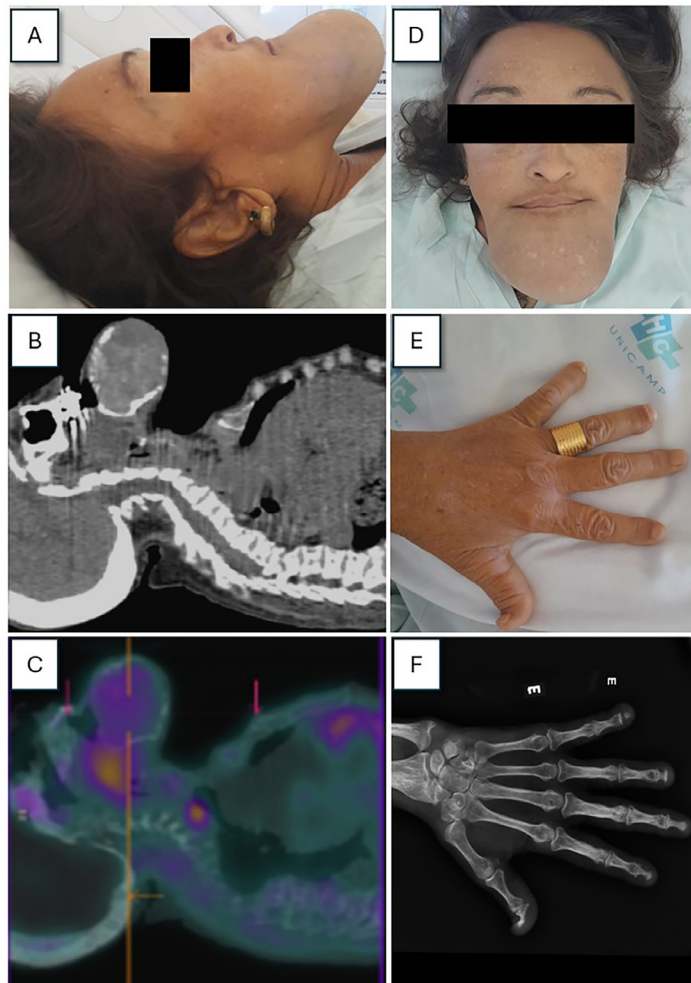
A e D: Tumor gigante na região mandibular, envolvendo o arco dentário inferior com perda de dentes e abaulamento e protrusão do palato; B e C: As imagens de 2 horas do ^{99m}Tc-MIBI Spect/CT mostram áreas de hiper captação do radiofármaco em formação nodular localizada entre o esôfago e a traqueia posterior no nível C7, medindo 1,8 cm, compatível com hiperplasia paratireoideana ectópica, e lesões ósseas expansivas heterogêneas (tumores marrons) no seio maxilar, nas regiões mandibular e mental, com destruição cortical e envolvimento de tecidos moles na mandíbula.; E e F: Deformidades das falanges distais, encurtamento decorrente de reabsorção óssea, desvios, desmineralização óssea difusa e deformidades sugestivas de osteíte fibrosa.
